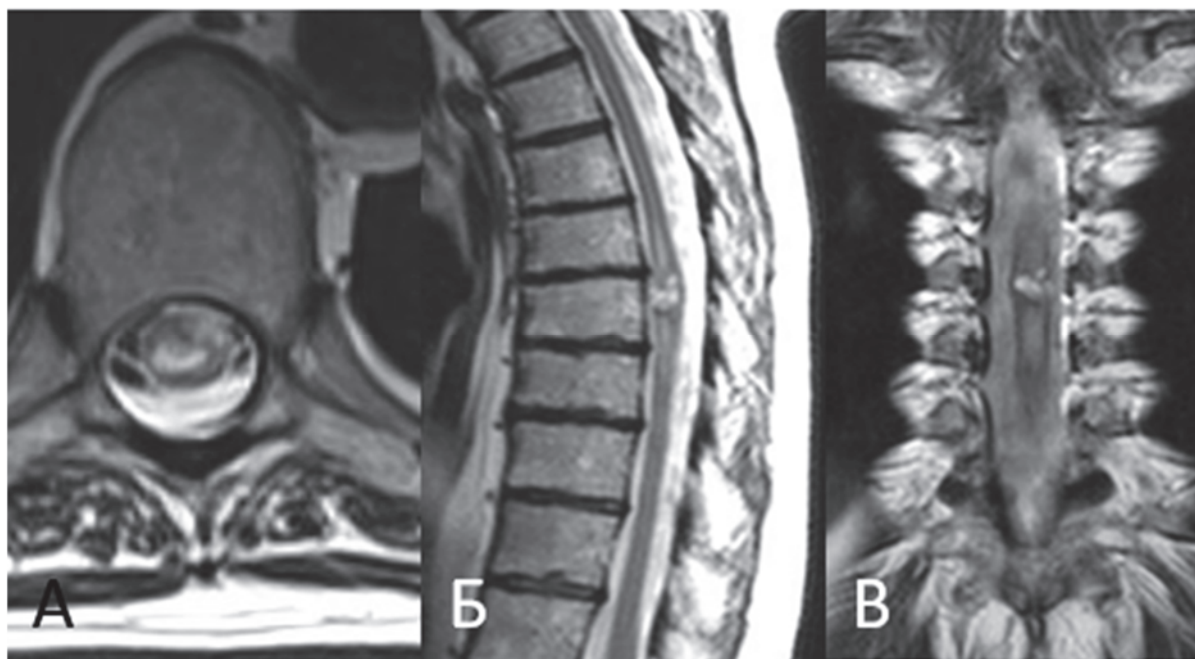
Пациентка А-на И. А., МРТ грудного отдела позвоночника и спинного мозга в режиме Т2 в аксиальной (А), сагиттальной (Б), фронтальной (В) проекциях: картина интрамедуллярного объёмного образования на уровне Th8 позвонка
